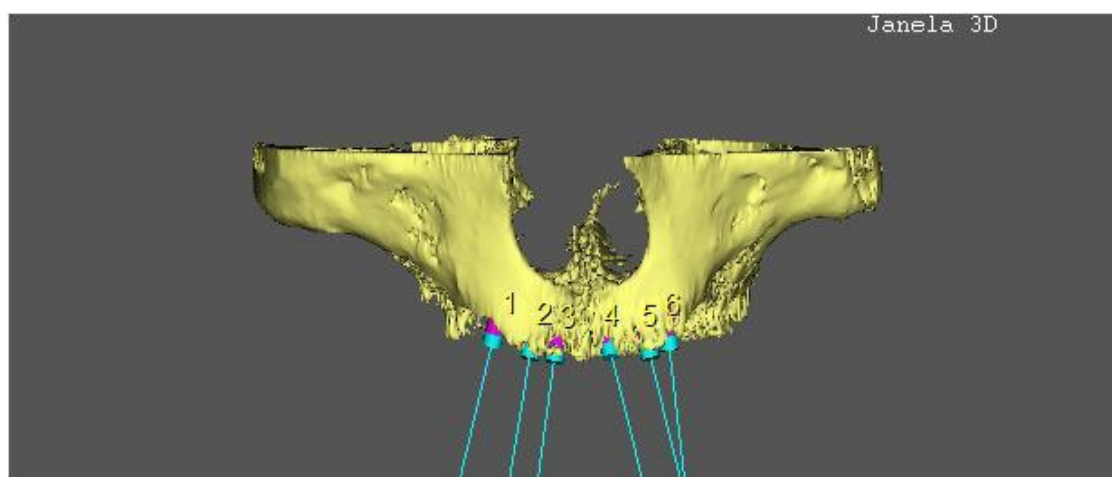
Tomografia da maxila com utilização do Dentslice¹⁴
